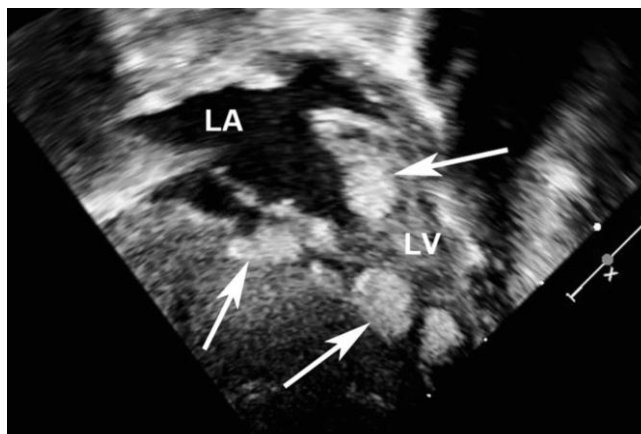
Rhabdomyomes visibles à l'échographie cardiaque<sup>(4)</sup>
